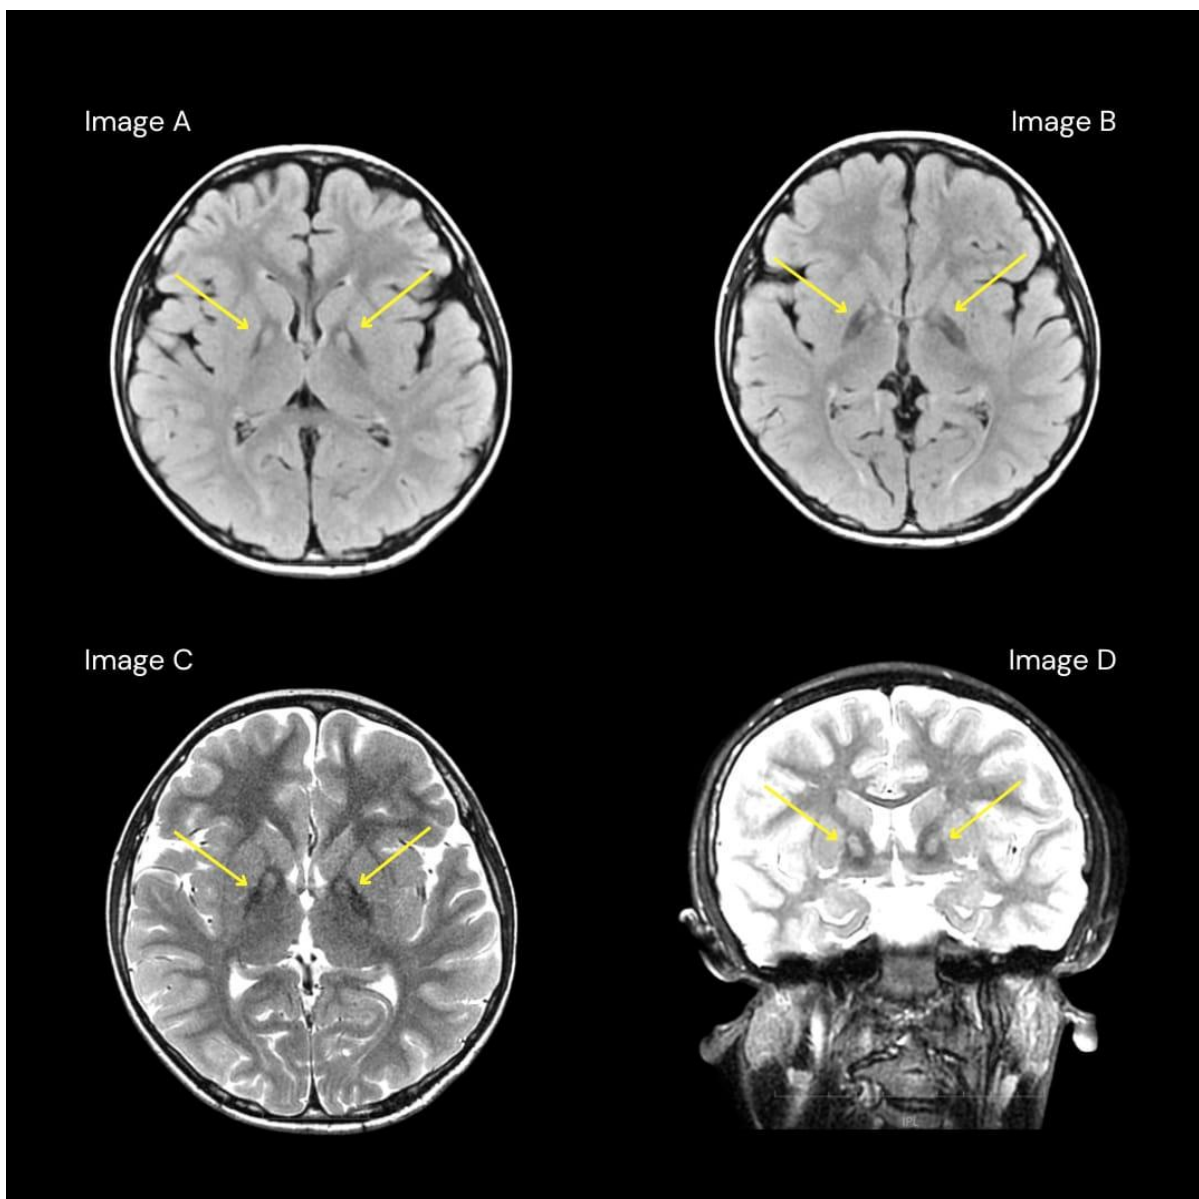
Imagem de ressonância magnética do cérebro de um doente de 7 anos com PKAN, mostrando o sinal dos “olhos de tigre” visualizado como duas áreas hiperdensas concêntricas no globo pálido indicadas pelas setas: Imagem A: corte axial ponderado em T2 Flair; Imagem B: corte axial ponderado em FLAIR; Imagem C: corte axial ponderado em T2; Imagem D: corte coronal ponderado em T2.
